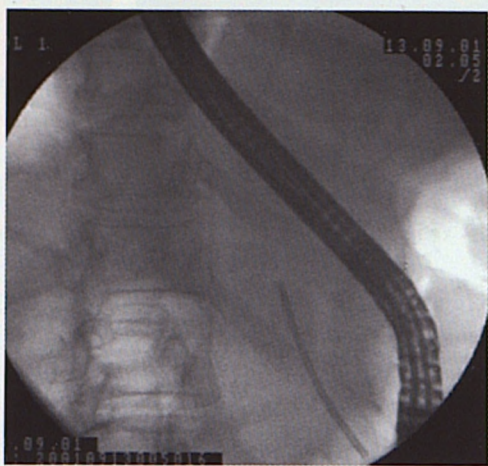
Установка панкреатического стента (рентгенограмма)
